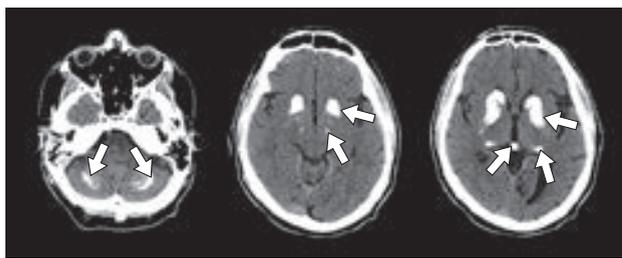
КТ головного мозга. Минерализация в подкорковых структурах, зрительных буграх, зубчатых ядрах мозжечка, шишковидной железе и в черной субстанции. Стрелками указаны зоны повышенных значений плотности, соответствующие кальцинатам.
